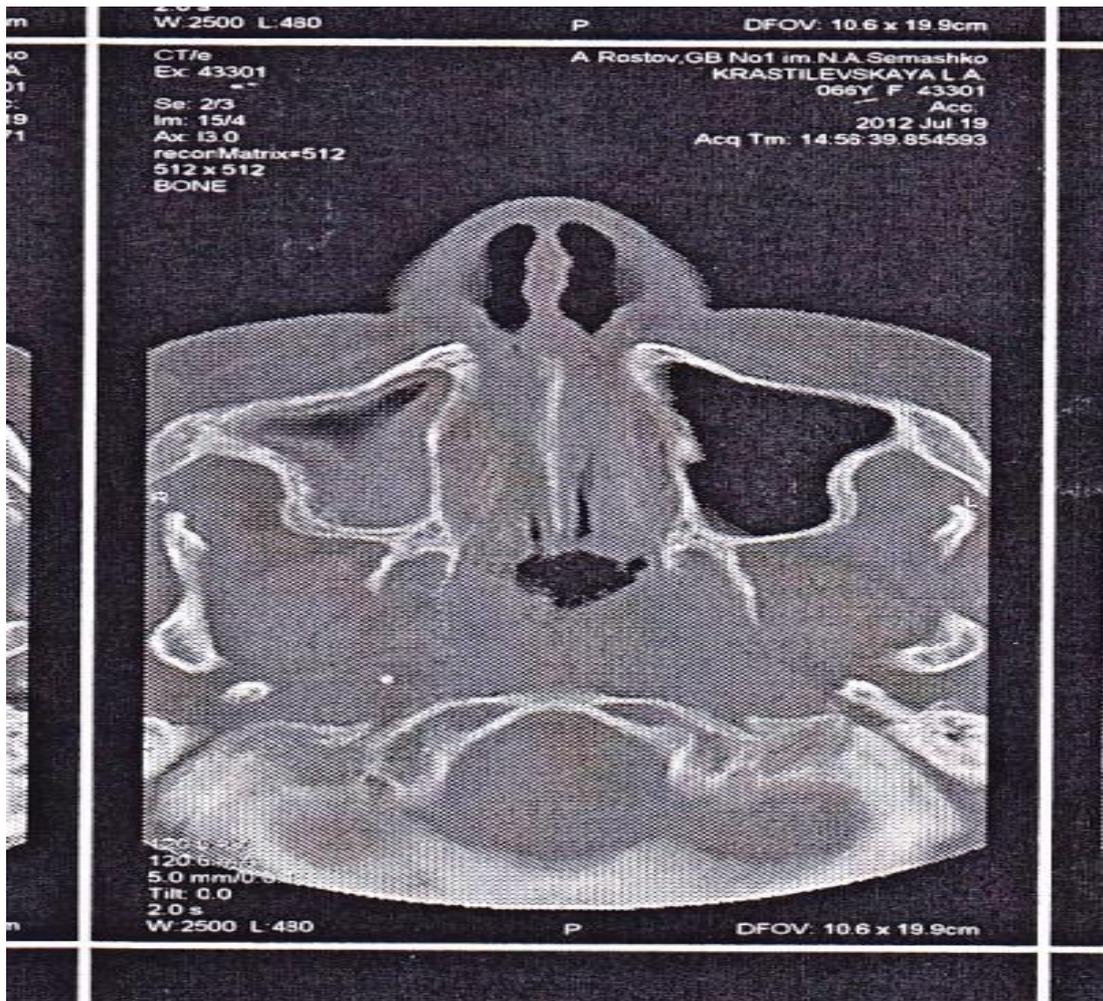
КТ больной К., 44 лет.
